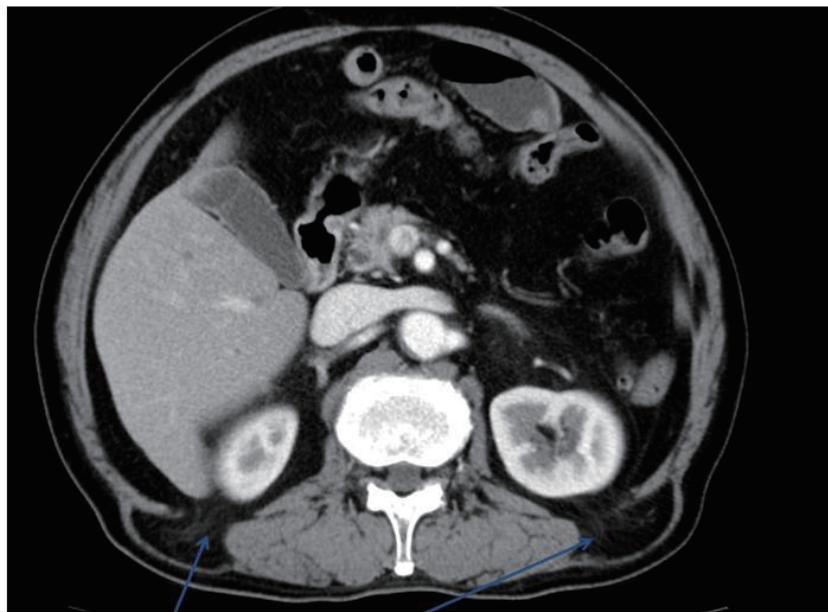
腹部単純 CT 検査 (症例 1、術後 2 年目)
